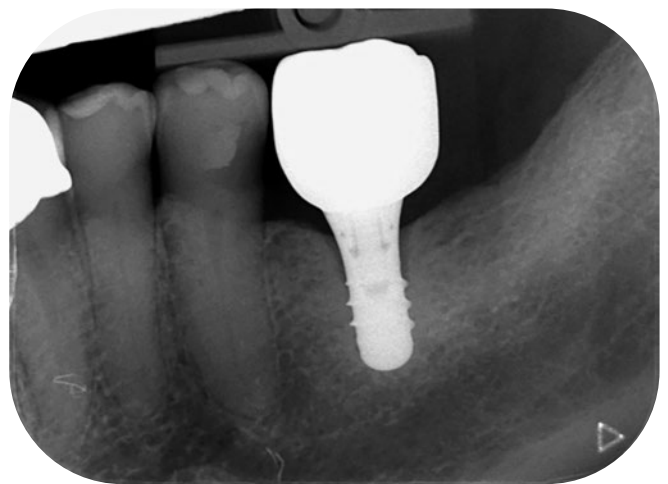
Évaluation détaillée d'une radiographie rétro-alvéolaire apicale de l'implant 36, réalisée avec collimateur rectangulaire, ayant obtenu un score de 9 points (centrage du cône : 1/2 ; centrage de la plaque radiologique : 4/4 ; axe de la plaque : 1/1 ; angulation verticale : 1/1 ; contraste de l'image : 0/1 ; orientation du point de référence : 0/1 ; artéfacts : 1/2 ; qualité générale : 1/2). Cette radiographie présente à la fois une erreur de centrage du collimateur (image tronquée en diagonale) et une perte d'image d'environ 1 mm sur toute la tranche supérieure de l'image (en lien avec un problème du faisceau laser du lecteur de plaque découvert lors de l'étude de contrôle de qualité). Cette radiographie a été jugée de qualité suffisante.
